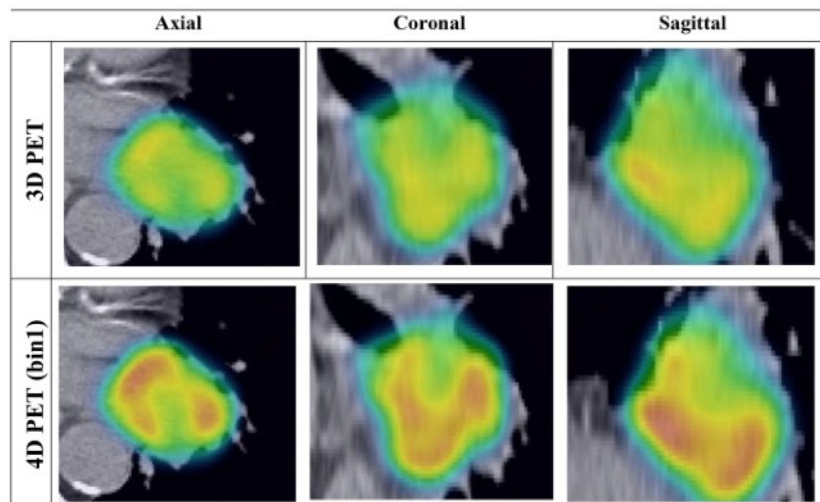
Images de  $^{18}\text{F}$ -FDG PET d'une tumeur pulmonaire en 3D et 4D avec une même fenêtre d'intensité. Les images tumorales 4D présentent une captation plus intense, un moindre flou et une distribution moins uniforme de l'intensité du signal. Figure reproduite de Yip et al. « Comparison of texture features derived from static and respiratory-gated PET images in non-small cell lung cancer. ». Figure libre d'utilisation, Creative Commons Attribution License [280].
